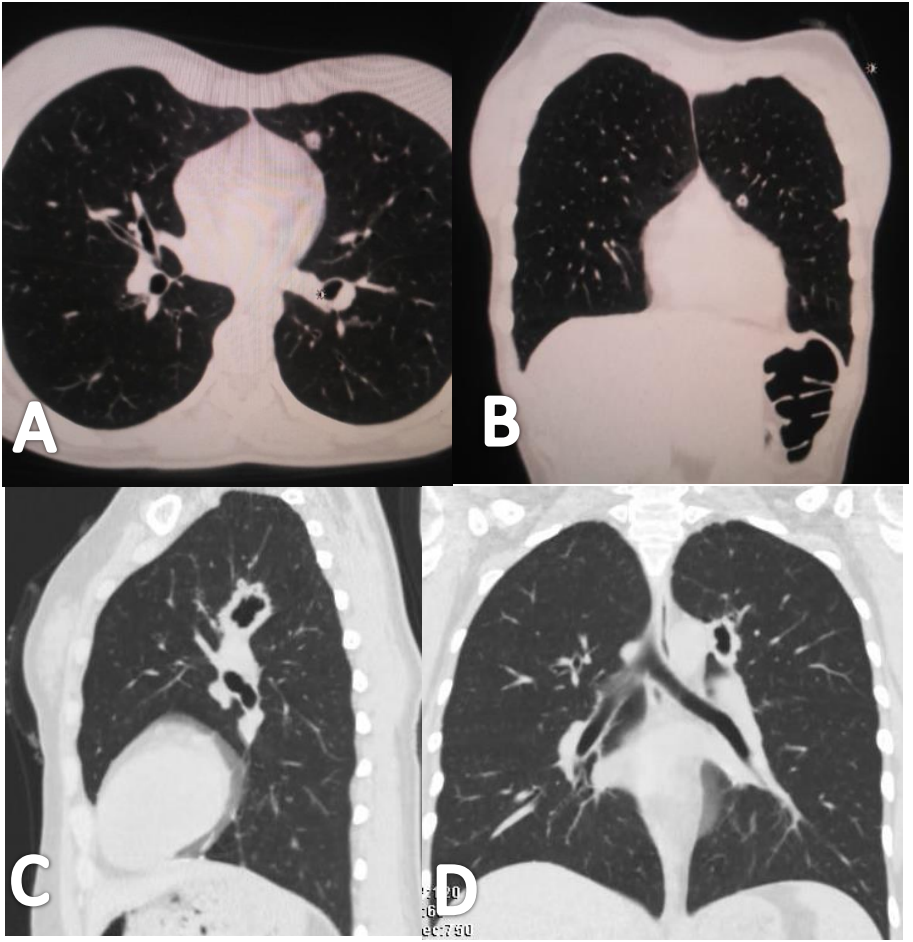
TC Tórax: A nivel pulmonar se evidencian imágenes nodulares cavitadas bilaterales (Fotos C y D se destacan luego de un año, el aumento del tamaño de los nódulos cavitados).
